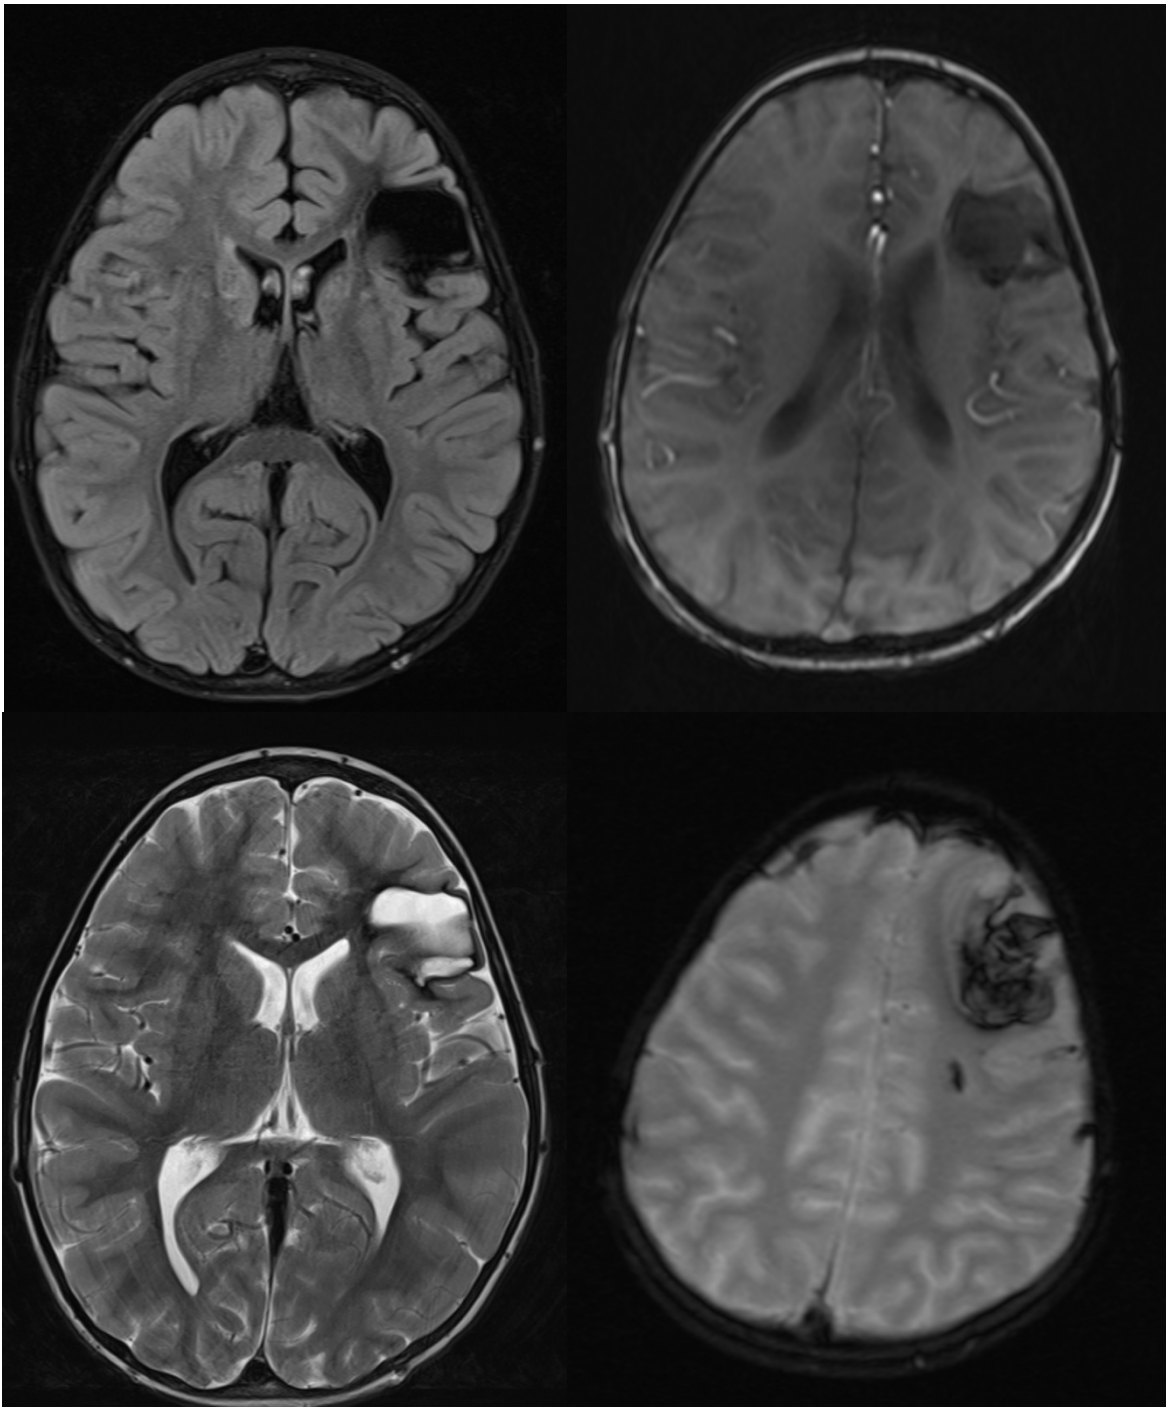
Beispiel Ischämie- venöse Infarkte- FLAIR, T1, T2, T2* (von oben links nach unten rechts)
